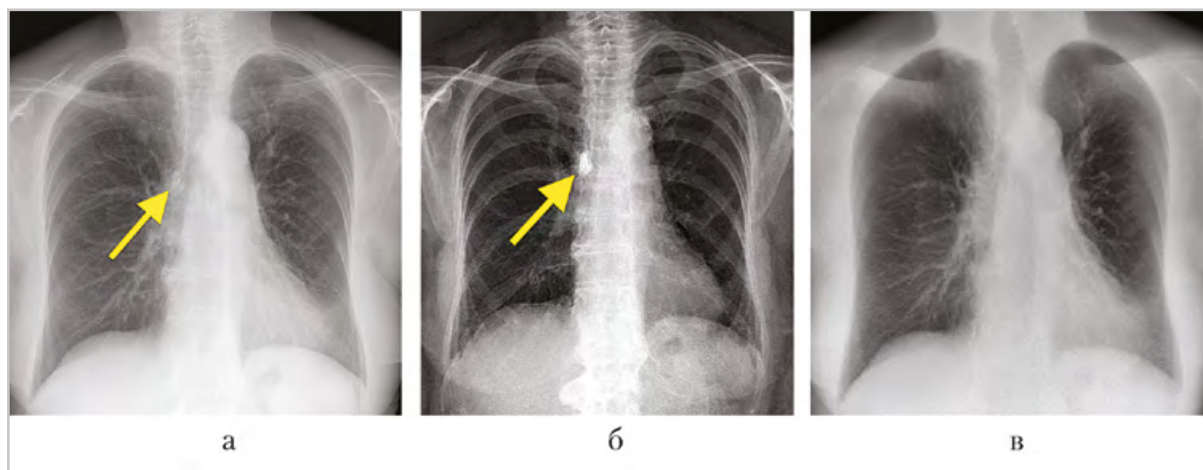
Рентгенограммы органов грудной клетки в прямой проекции: стандартная рентгенограмма: в проекции корня правого легкого определяется высокоинтенсивная тень, близко расположенная к правому главному бронху (*а*); костный режим ДЭР: позволяет более отчетливо визуализировать плотную кальцинированную структуру — обызвествленный лимфатический узел (*б*); мягкотканый режим ДЭР: элементы легочного рисунка лучше визуализируются, чем на стандартной рентгенограмме, за счет уменьшения проекционного наложения ребер, плотная тень в проекции корня правого легкого не определяется (*в*)
